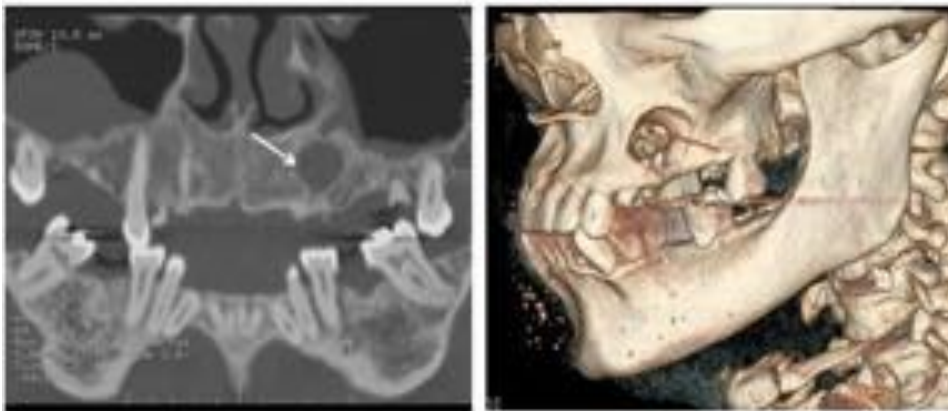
Reconstrucciones de TAC. Quiste radicular (flechas).
